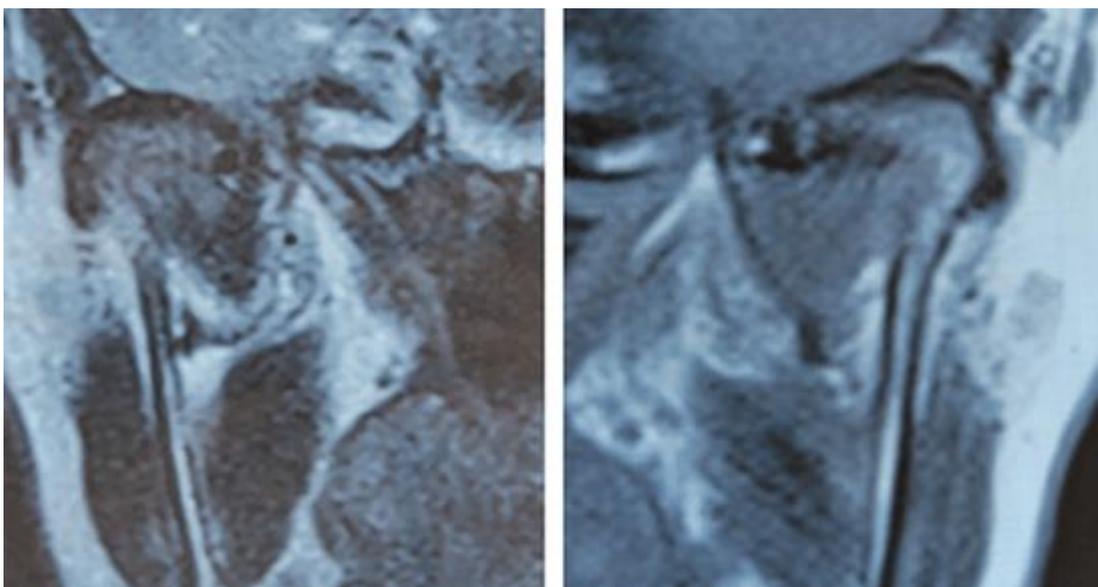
МРТ височно-нижнечелюстного сустава
